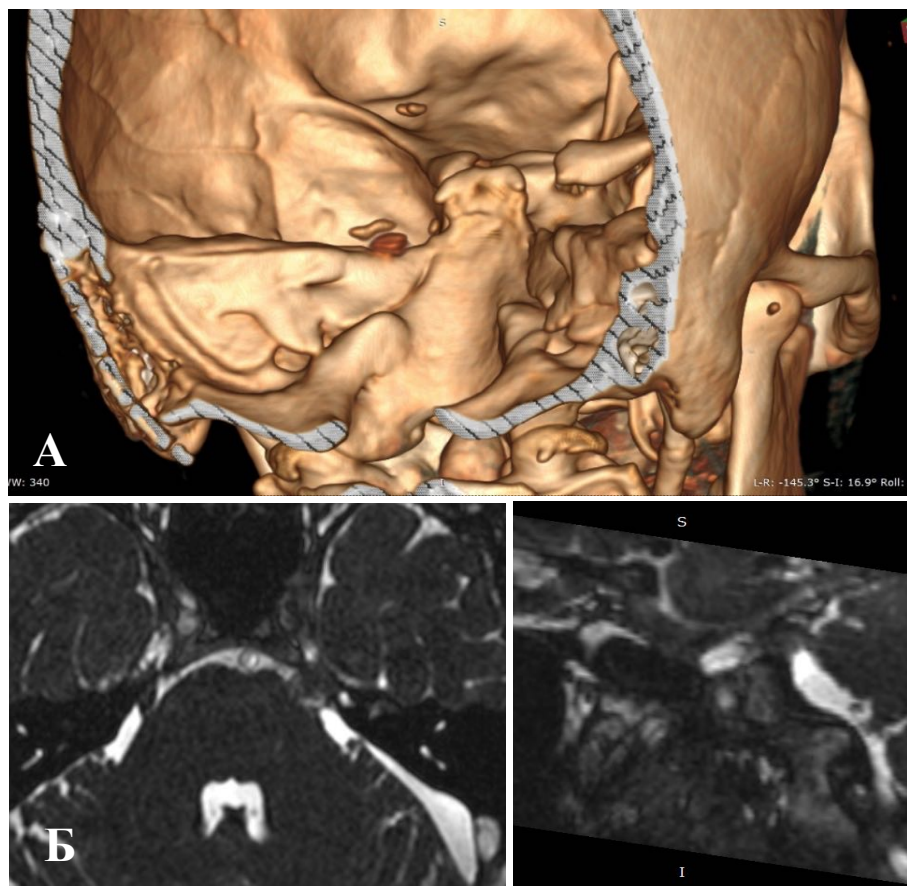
Результаты хирургического лечения: А – трехмерная реконструкция МСКТ в раннем послеоперационном периоде, визуализируется оссификация петроклиновидной складки слева (стрелка), тefлоновая прокладка в области устья пещеры Меккеля (roqus trigeminus); Б – контрольное МРТ на 3 сут. после оперативного лечения
